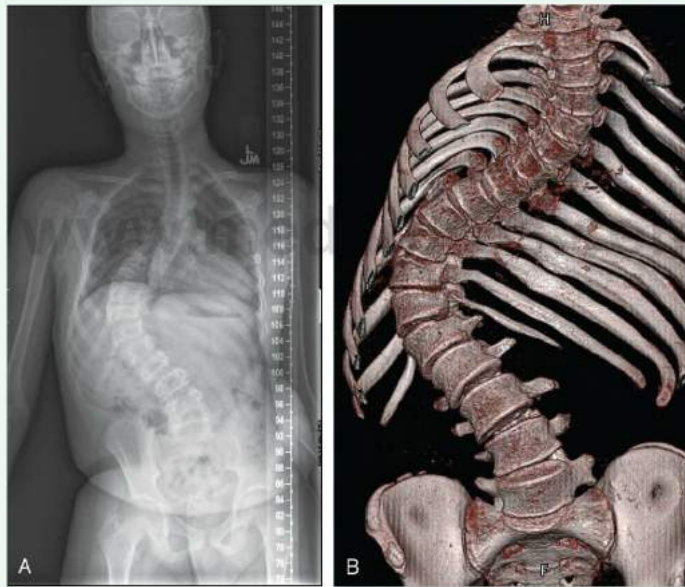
Escoliosis grave. A. Radiografía, proyección anteroposterior. B. TC volumétrica, proyección anterior.
